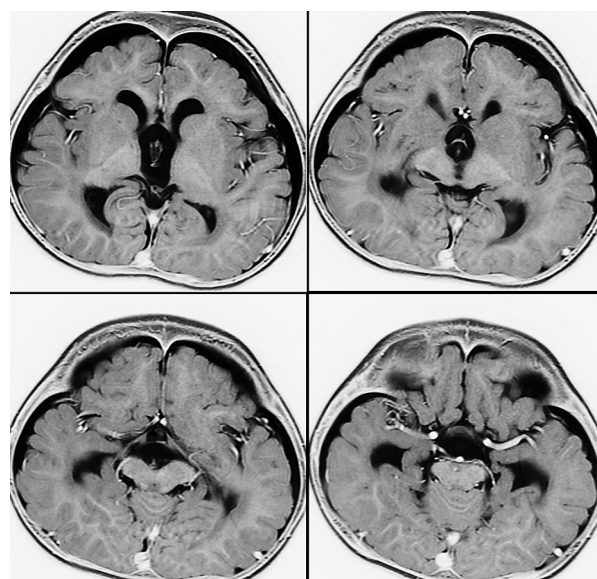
МРТ (серия аксиальных срезов) через 3 года после операций. Отмечено существенное уменьшение размеров желудочков и кисты. Субдуральное скопление ликвора без клинических проявлений
